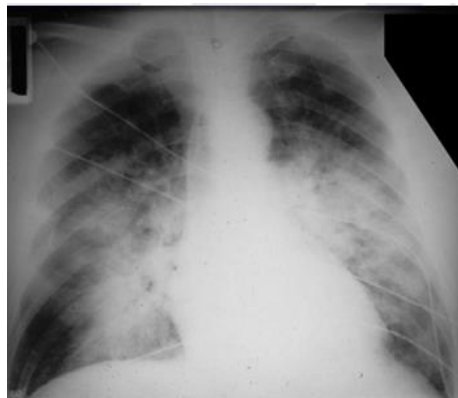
En la radiografía de tórax se observa un contorno cardíaco de tamaño normal e infiltrados pulmonares bilaterales difusos.
